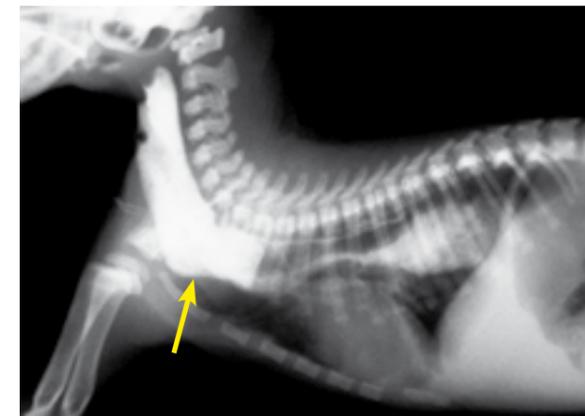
Radiografía de tórax en proyección LL en la que se observa una dilatación esofágica y un patrón intersticial en el pulmón.
